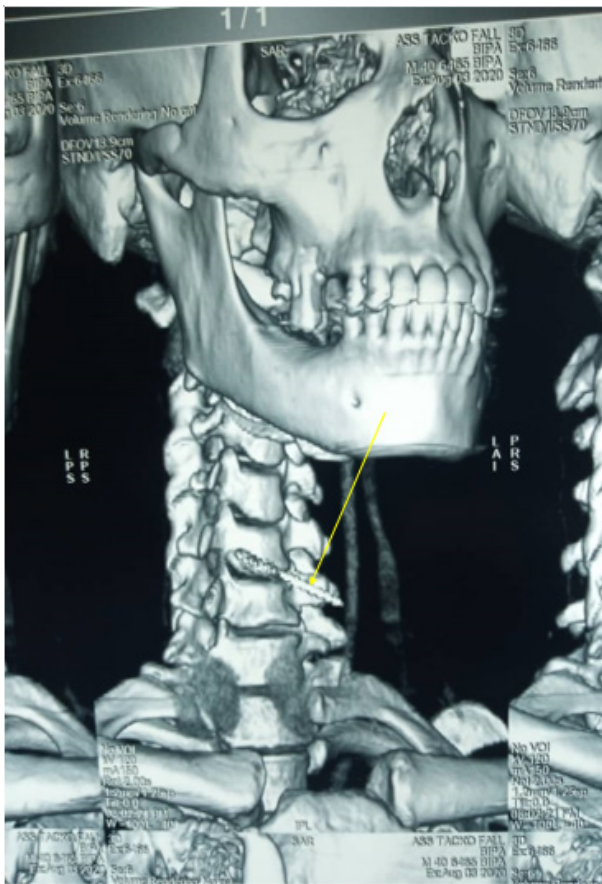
3D reconstructed CT image showing the metal needle
